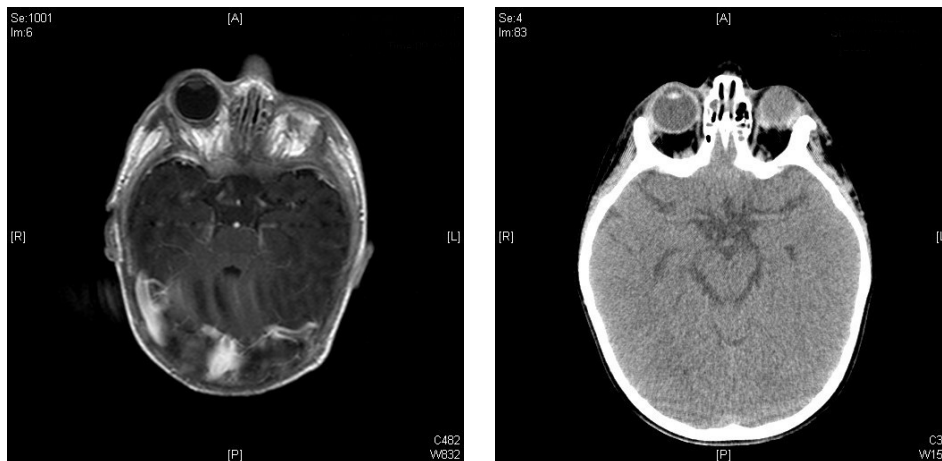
MRT vor (links) und CT (rechts) nach gradueller Expansion der Orbita mittels Orbitaexpanders, rechts: Expander in situ
